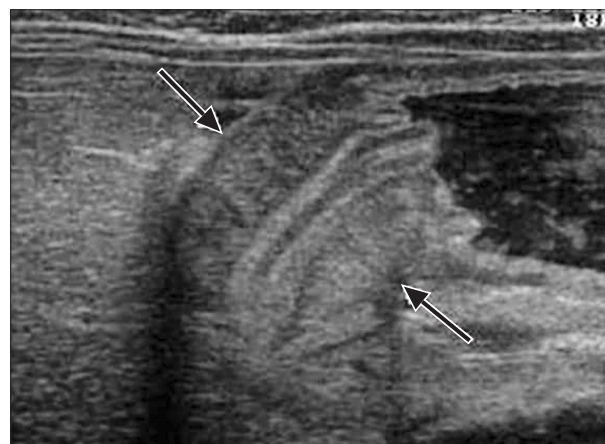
УЗИ пилорического отдела желудка у ребенка с пилоростенозом.
